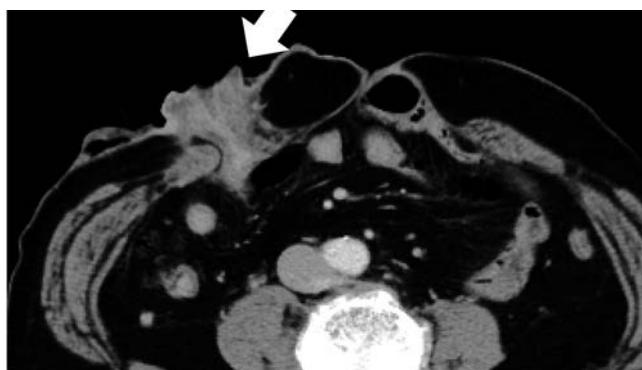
ストーマ脱出前の腹部骨盤部 CT 所見。特に異常所見は認めない正常のストーマ (矢印)。
